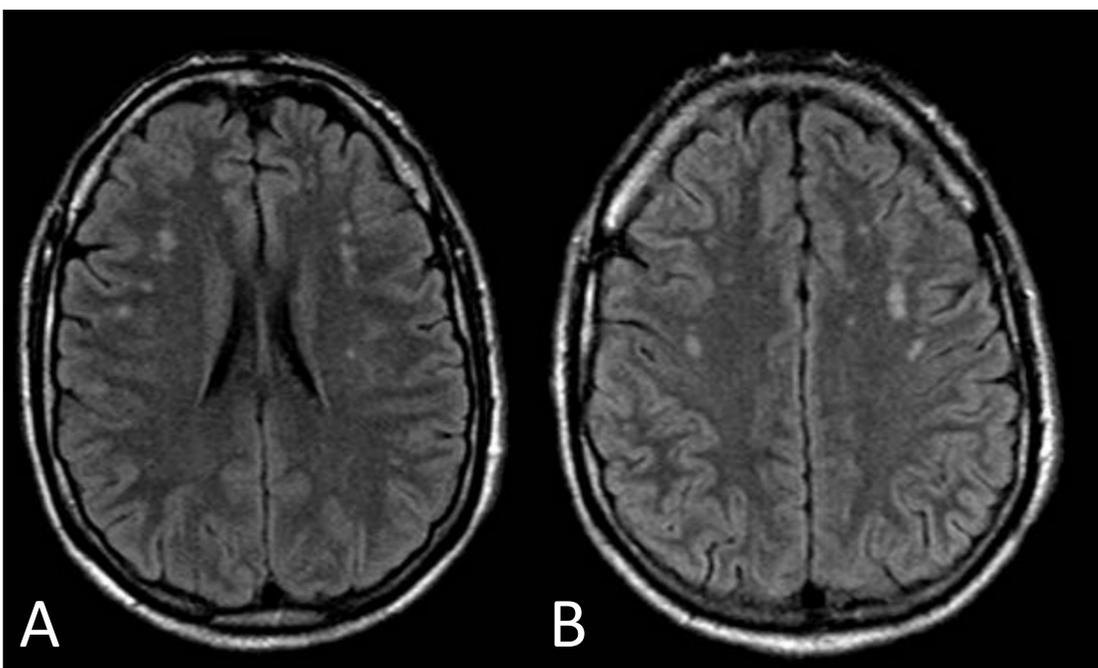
(Izda.). Síndrome antifosfolípido. Hombre de 50 años. A, B) Axial T2/FLAIR. Paciente sin otros factores de riesgo CV conocidos y AITs repetidos. El estudio etiológico fue consistente con SAF. Focos puntiformes inespecíficos de gliosis en la sustancia blanca subcortical supratentorial.
